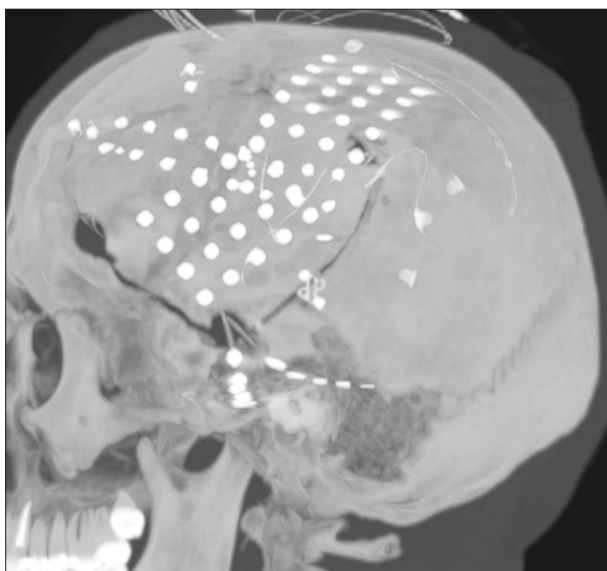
КТ головного мозга в проекции максимальной интенсивности (MIP). Отображено расположение электродных сеток и полосок на височной, лобной, теменной долях
